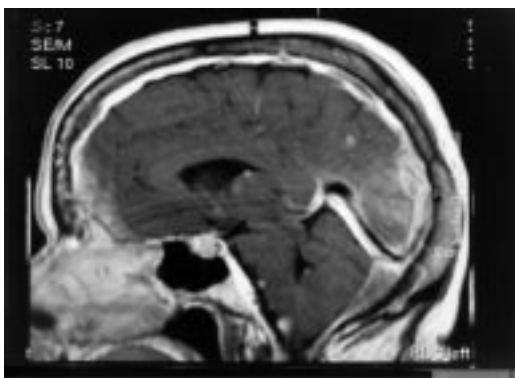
Esame RM encefalo nelle sequenze T1-pesate che mostra un ispessimento diffuso dei foglietti meningei, in particolare a livello sopratentoriale, con un intenso enhancement dopo la somministrazione endovenosa di gadolinio.
